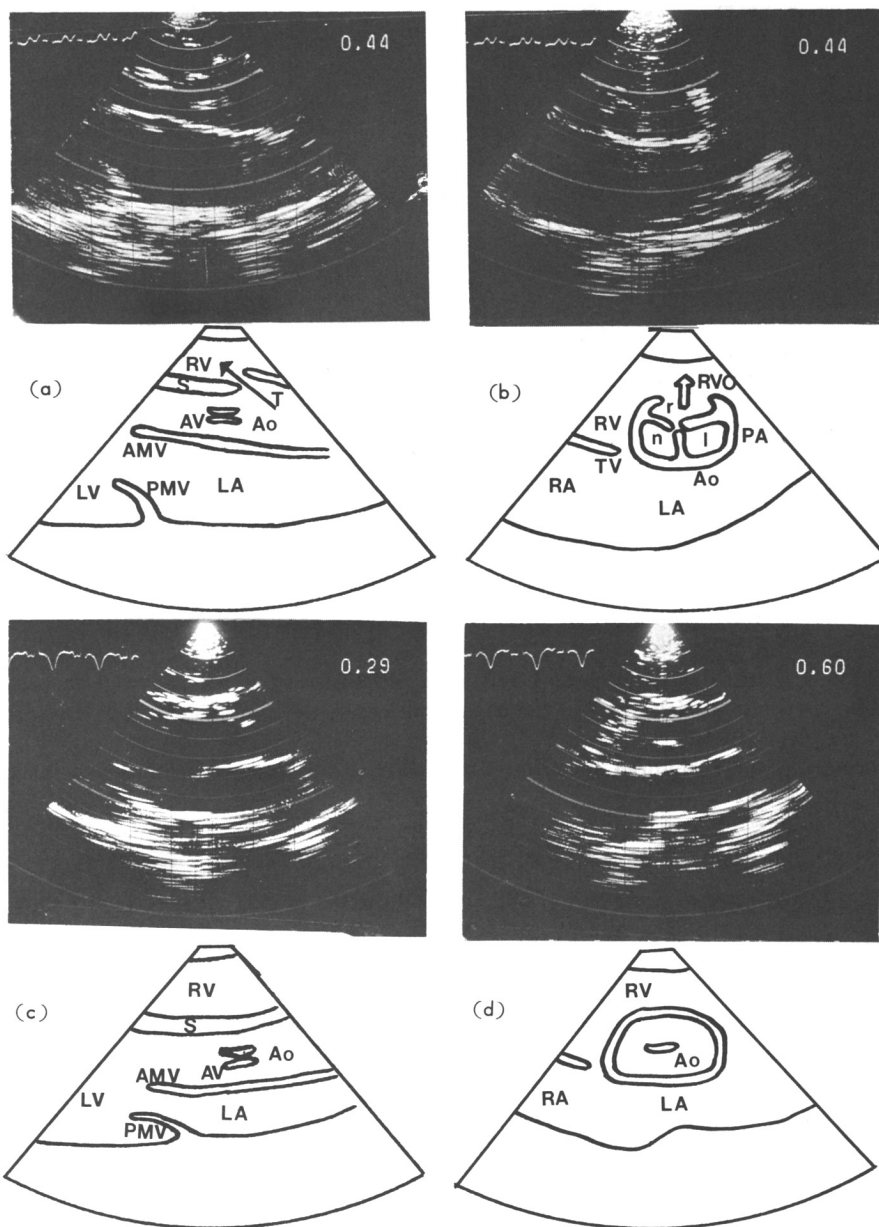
Two-dimensional echocardiogram of ruptured aneurysm of the right sinus of Valsalva into the right ventricle. (a) preoperative left parasternal long axis view (b) preoperative left parasternal short axis view (c) postoperative left parasternal long axis view (d) postoperative left parasternal short axis view. Note the fistulous tract from the right coronary sinus into the right ventricle (arrow), which disappeared in the postoperative echocardiogram. (RV=right ventricle; LV=left ventricle; LA=left atrium; RA=right atrium; AV=aortic valve; AMV=anterior mitral valve leaflet; PMV=posterior mitral valve leaflet; TV=tricuspid valve; Ao=aorta; PA=pulmonary artery; RVO=right ventricular outflow tract; S=interventricular septum; T=fistulous tract; r=right coronary sinus; n=noncoronary sinus; l=left coronary sinus).
